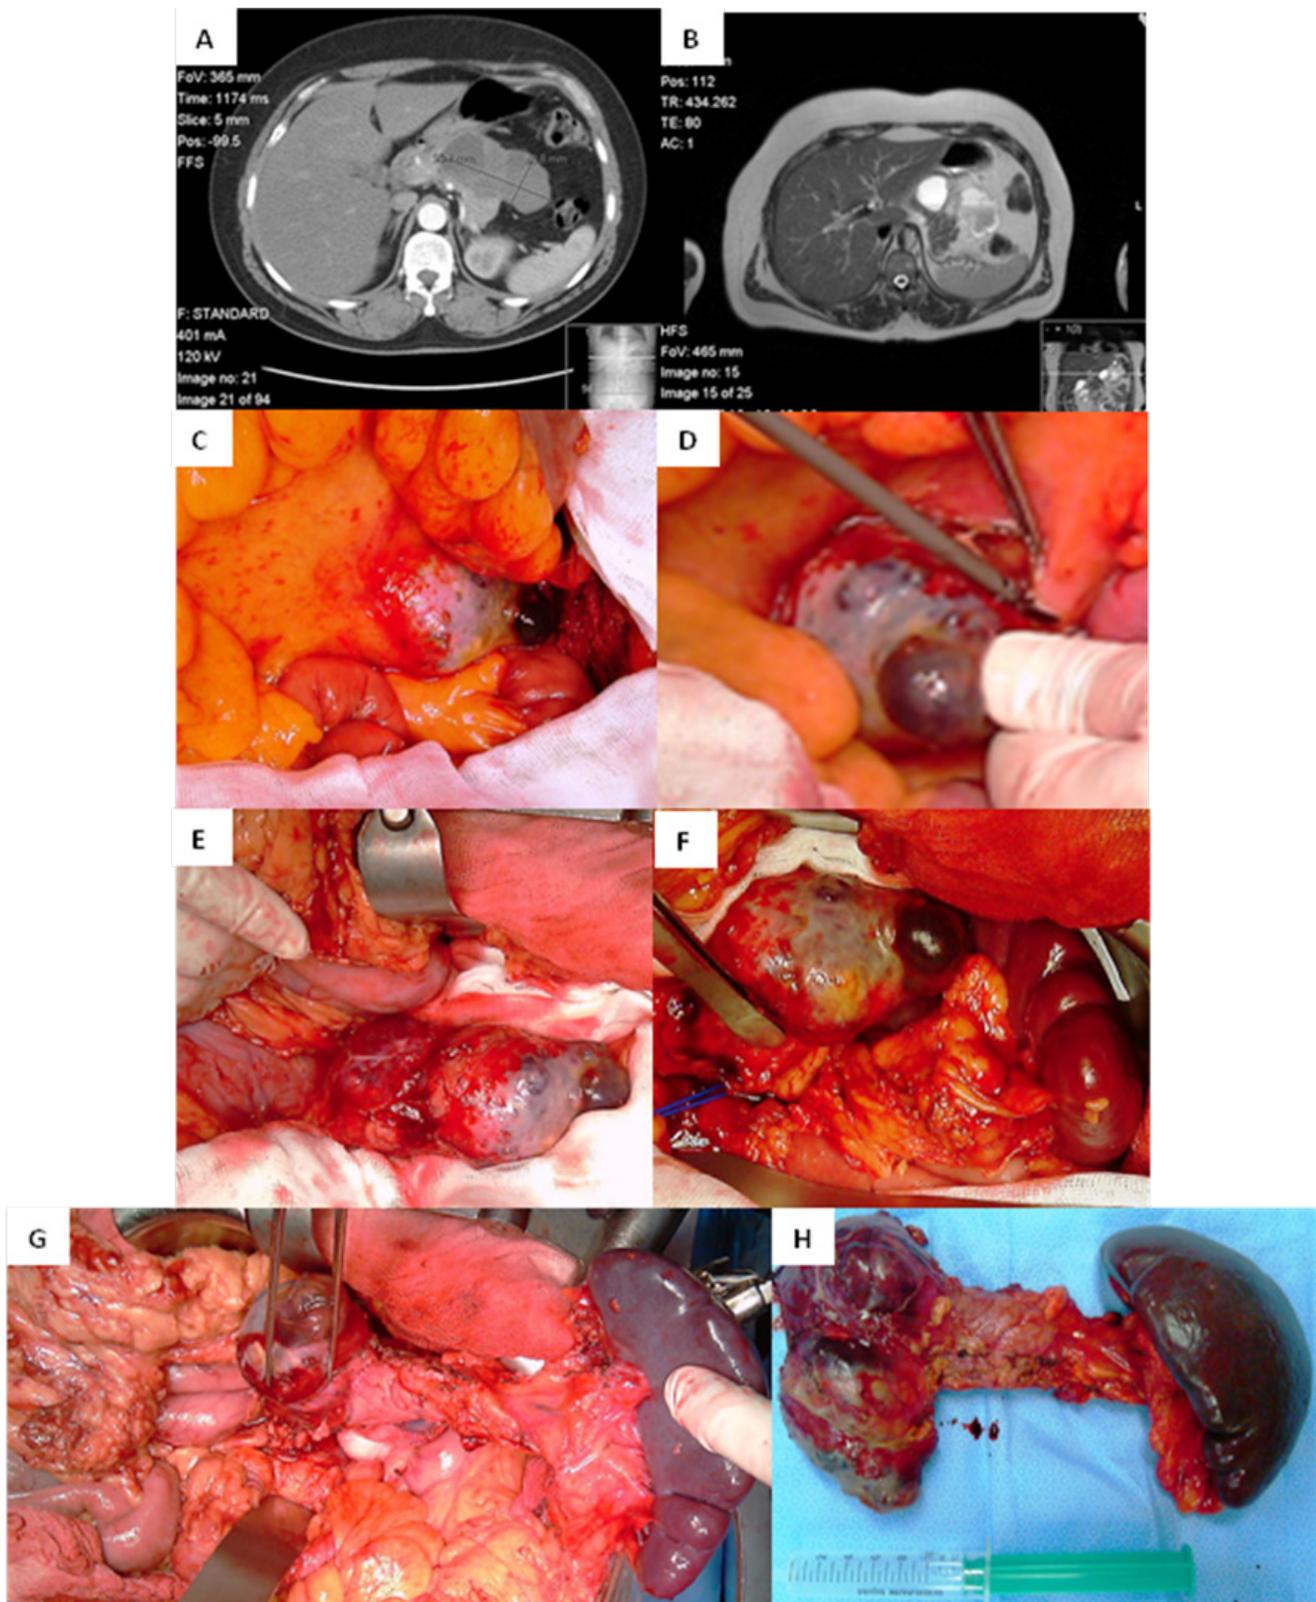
Aspectos imagiológicos do tumor pseudopapilar do pâncreas: A e B correspondem a TC e RMN, e intra-operatórios da pancreatectomia corpo-caudal com esplenectomia total em bloco (C-E: relação do SPT com o mesocólon transverso e seu acesso; F-G: relação do SPT com os vasos mesentéricos superiores e H: peça cirúrgica englobando corpo e cauda do pâncreas e baço
